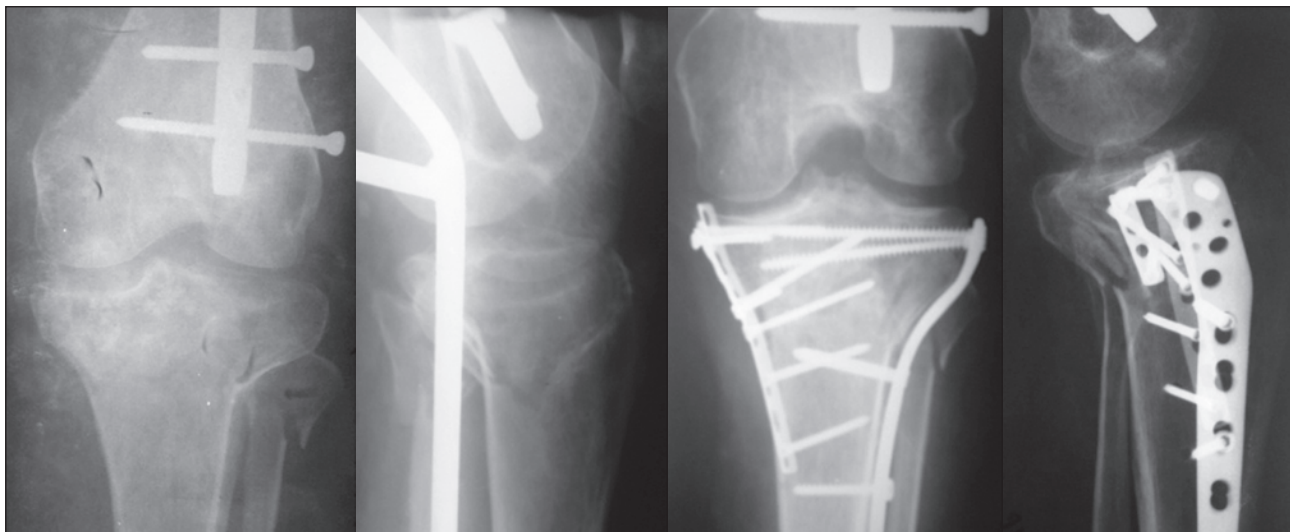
Хворий Ф., 42 років. Політравма, закрыта черепно-мозкова травма, удар грудної клітки, перелом лівої стегнової кістки, проксимального метаепіфіза великогомілкової та головки малогомілкової кістки. Фотовідбиток контрольної рентгенограми лівої гомілки, V тип за Шацкером, перед операцією та після остаточної фіксації перелому
